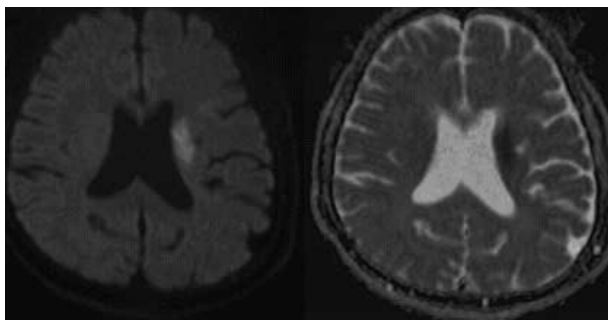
Neuroradiological findings. Axial diffusion-weighted and T2-weighted MR images showed a left corona radiata infarction.
